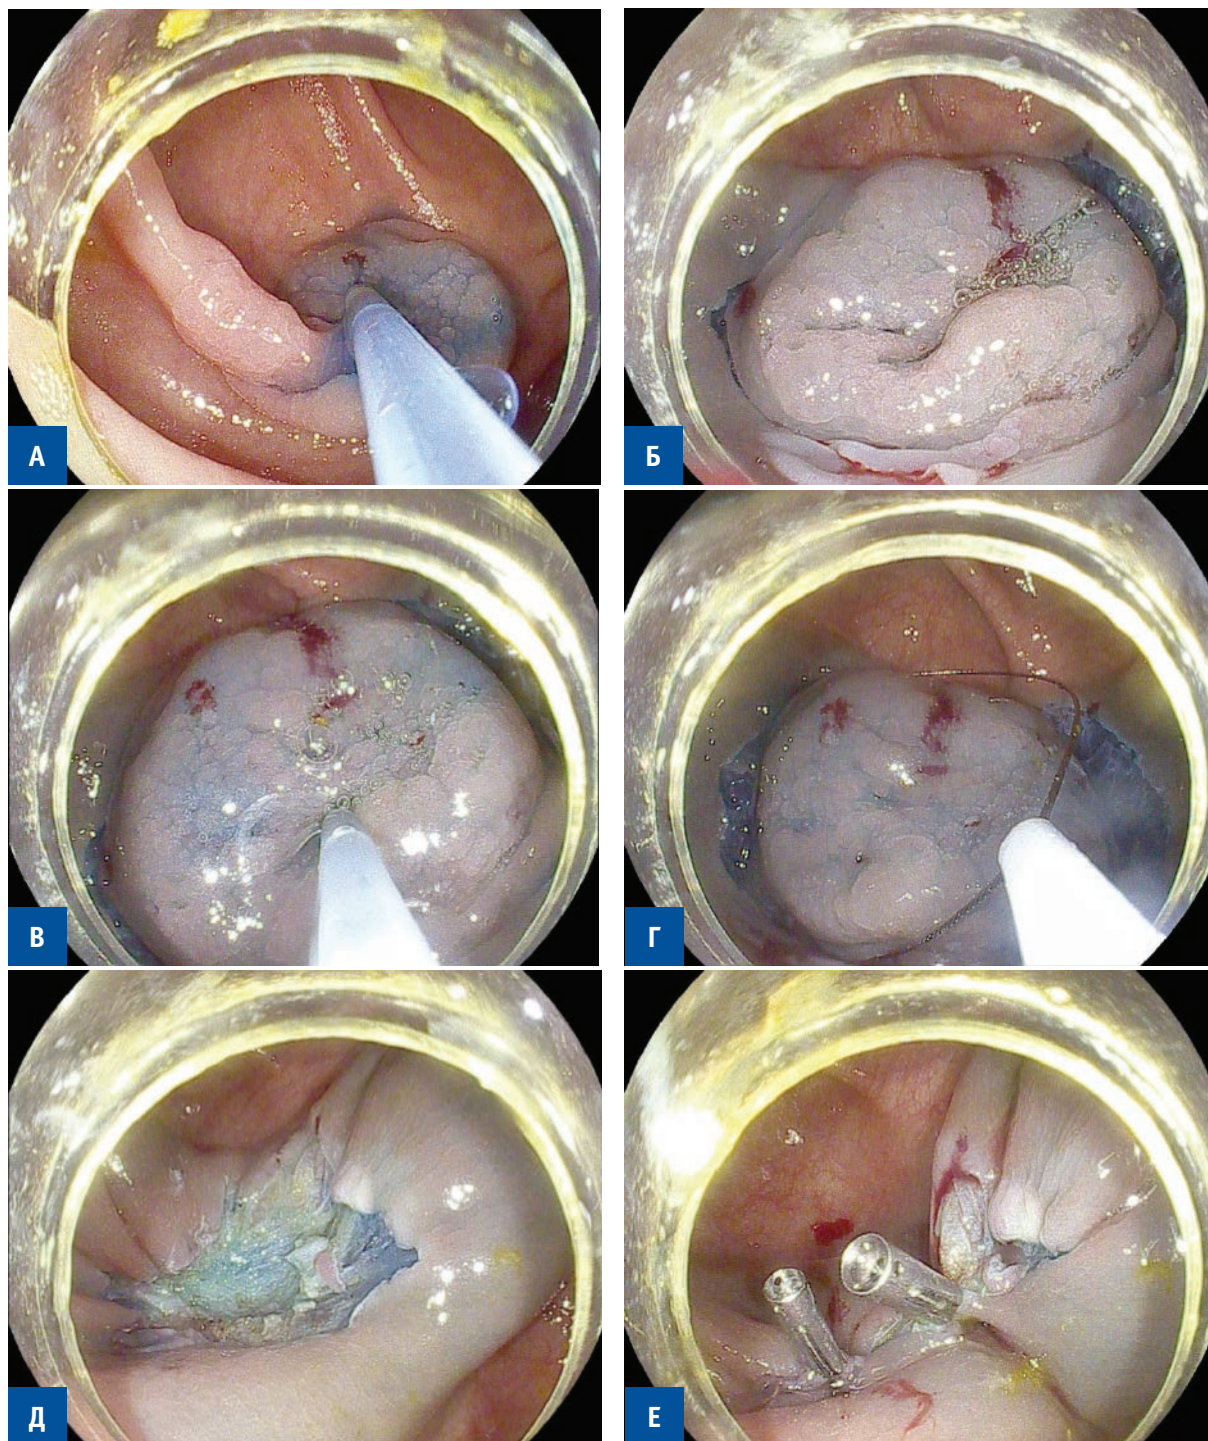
Эндофото основных этапов эндоскопической резекции с циркулярным разрезом при удалении эпителиального новообразования слепой кишки: А — создание жидкостной подслизистой «подушки»; Б — выполнение циркулярного разреза вокруг опухоли с отступом в 2–3 мм; В — дополнительная инъекция окрашенного солевого раствора гелофузина в основание опухоли; Г — установка эндоскопической петли в зону циркулярного разреза; Д — визуальная оценка послеоперационного дефекта; Е — раневой дефект закрыт при помощи клипс.
